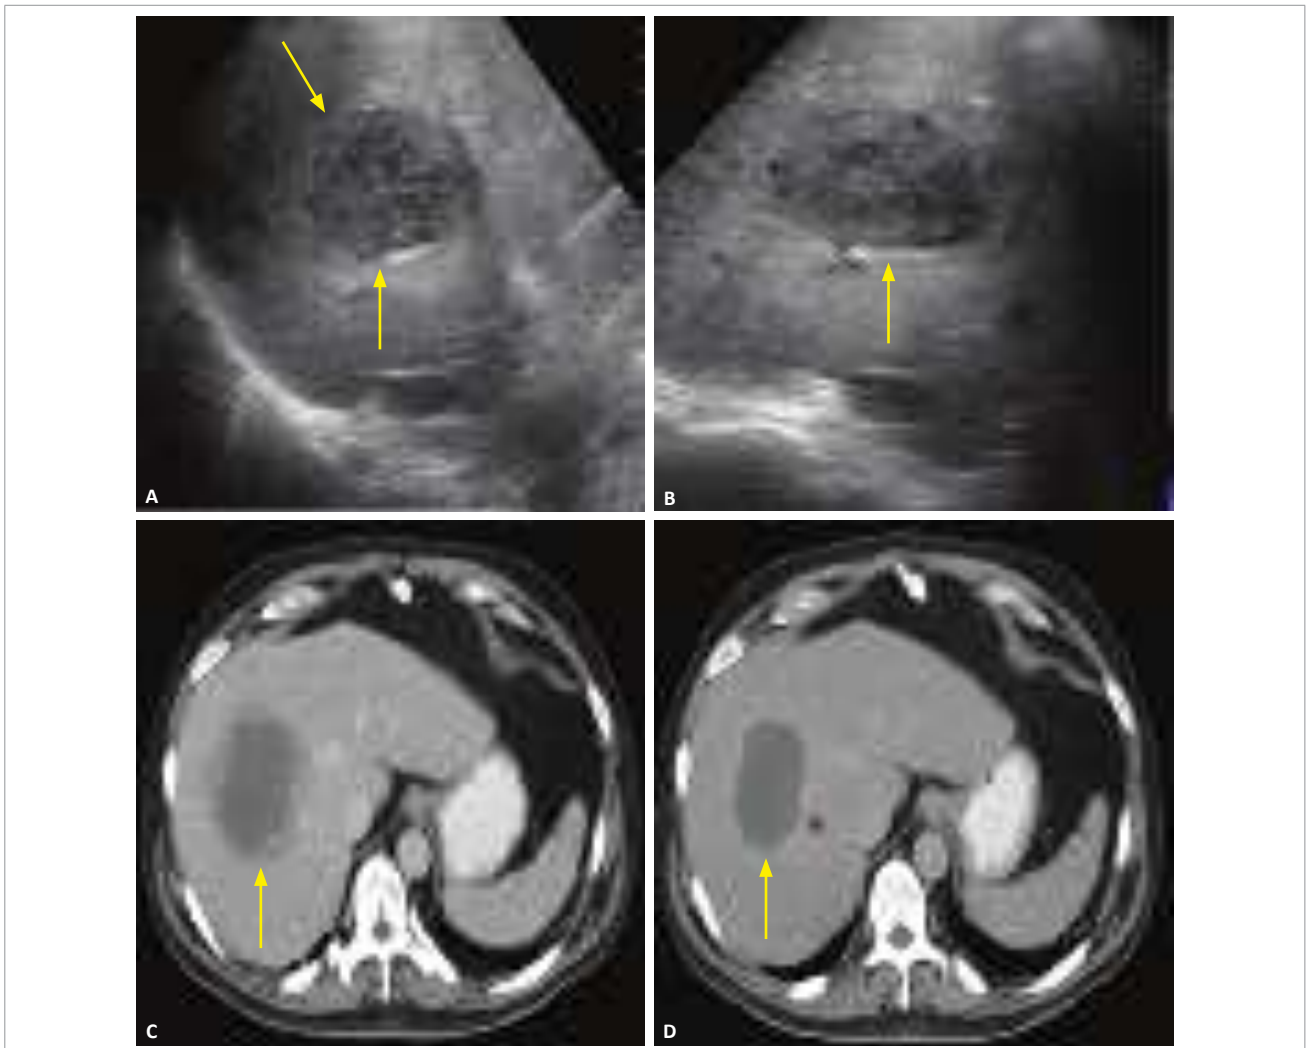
Abscesso hepático. Ultrassonografia em cortes transversal (A) e longitudinal (B), demonstrando lesão hipocogênica (setas) no lobo hepático direito, em paciente de 52 anos, com febre e dor no hipocôndrio direito. Em (C) e (D), cortes tomográficos nas fases portal e tardia, evidenciando lesão hipoatenuante hepática.
